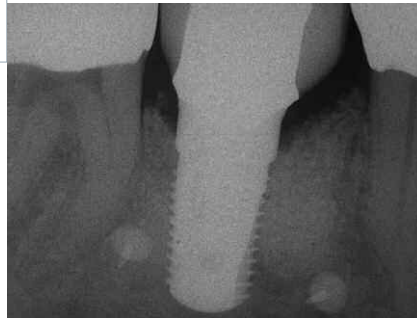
Die röntgenologische Nachuntersuchung vier Jahre nach dem Einsetzen zeigt die deutliche Stabilität des periimplantären Gewebes (vgl. Abb. 26).
